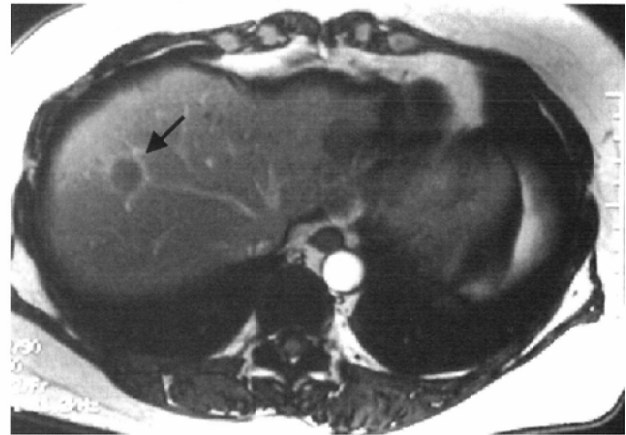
A 52-year-old woman with metastatic liver tumor. Upper row: contrast enhanced CT. A well-enhanced lesion noted in S8 was indistinguishable from liver hemangioma. Lower row: Fast SPGR (130/2/90°). Left: precontrast, right: post SPIO administration. Before contrast enhancement, a hypointense lesion was noted in S8. After SPIO administration, the liver signal was increased and the lesion was noted as a more hypointense mass (arrow). Ring enhancement was also seen, suggesting the lesion was malignant.
